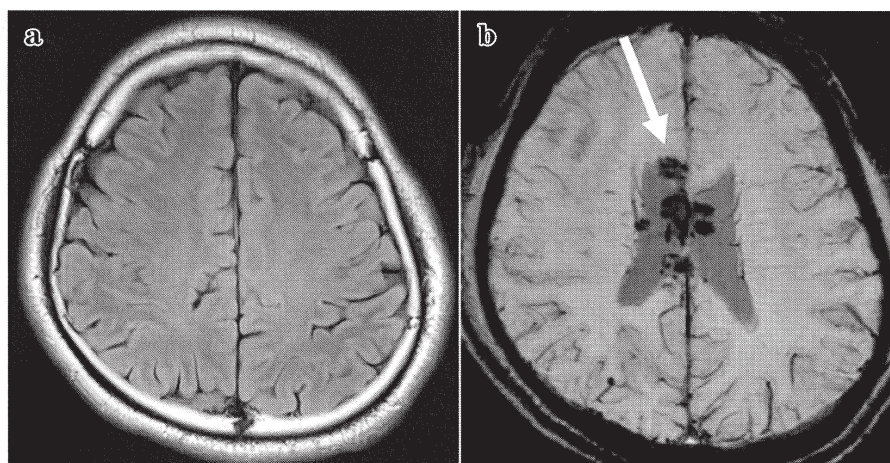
20 代男性，びまん性軸索損傷例の MRI 画像
